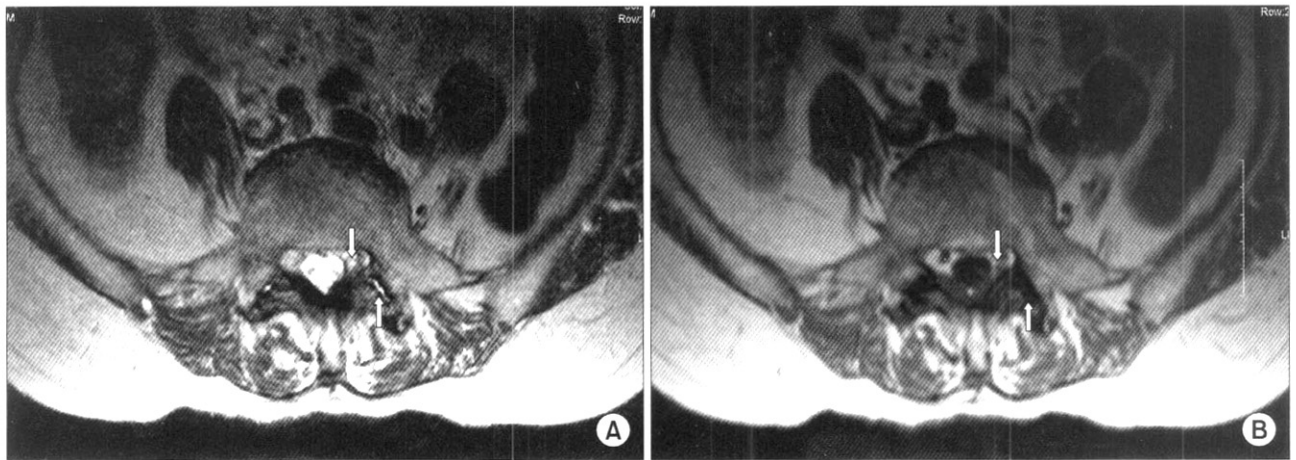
(A) Lumbar MRI axial section, T2-weighted image of L5/S1 segment obtained 3 weeks after percutaneous treatment. Synovial cyst (downward arrow) and facet joint effusion (upward arrow) is decreased. (B) Axial T1-weighted image shows that the compression of S1 nerve root disappeared(downward arrow). Facet joint effusion is decreased (upward arrow).
